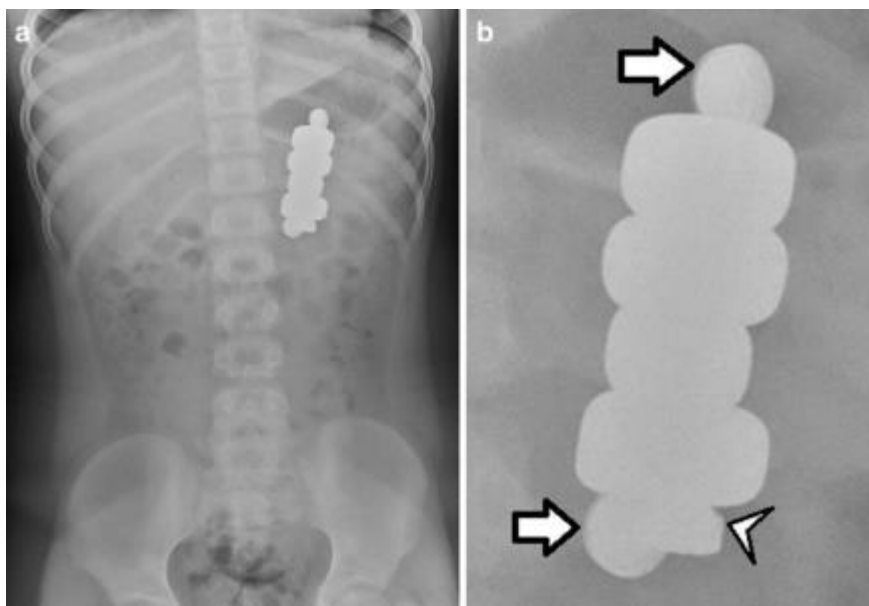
Radiografía coingesta múltiple de imanes y pilas; múltiples imanes en estómago con dos cuerpos extraños redondeados con doble contorno compatibles con pilas de botón. Obtenida tras autorización del autor.
